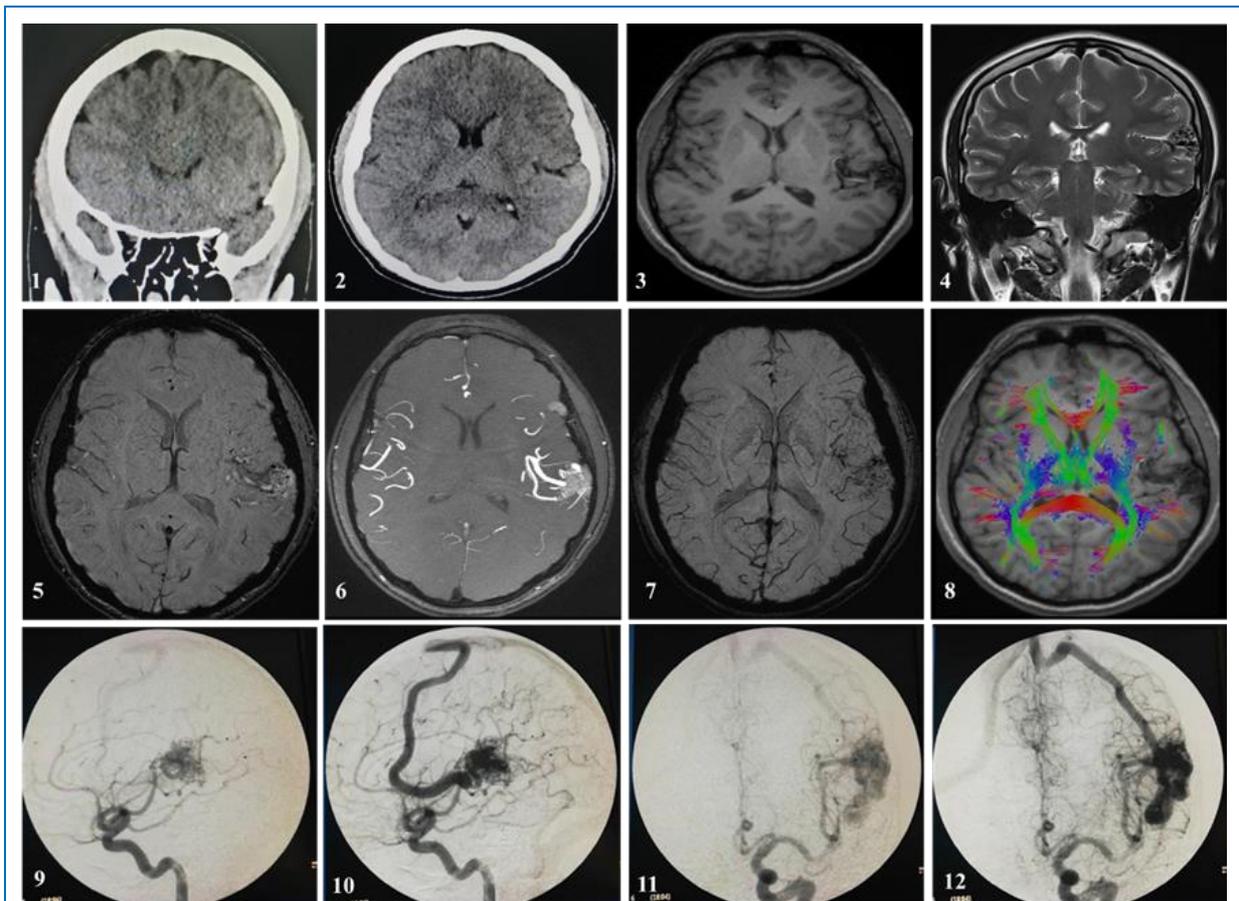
(1, 2) Tomografía cerebral (TEM) en vista coronal y axial que muestra imagen hiperdensa en relación con el nido de la malformación arteriovenosa (MAV) y vena de drenaje temporal izquierda con dirección superior. (3) RMN en secuencia T1 sin contraste, en corte axial que muestra MAV temporal izquierda. (4) RMN en secuencia T2, vista coronal que evidencia MAV temporal en la superficie lateral y cisura de Silvio izquierda. (5, 6, 7) RMN y AngioRMN en vista axial que muestra MAV temporal izquierda con aferentes arteriales de ramas de M3 – M4 izquierdas. (8) RMN cerebral con tractografía en donde se evidencia el haz corticoespinal, la vía visual y parte del fascículo arcuato bilateral. Se aprecia contacto de la MAV con la parte posterior de fascículo arcuato izquierdo. (9, 11) Angiografía en fase arterial temprana, en incidencia lateral y AP, en donde se evidencia MAV temporal izquierda con aferentes de M4 izquierda. (10, 12) Angiografía en fase arterial tardía en incidencia lateral en donde se evidencia MAV temporal izquierda con vena de drenaje fistulosa a seno longitudinal superior.
